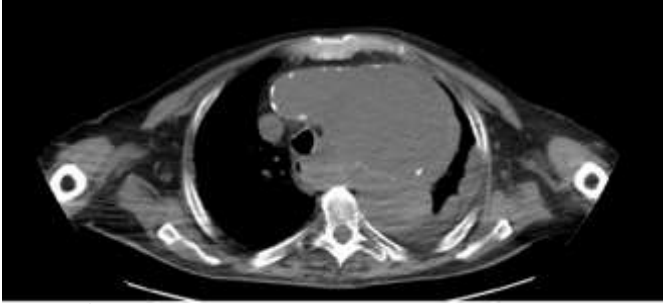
TAC tórax: gran aneurisma sacular a nivel del cayado de la aorta.
